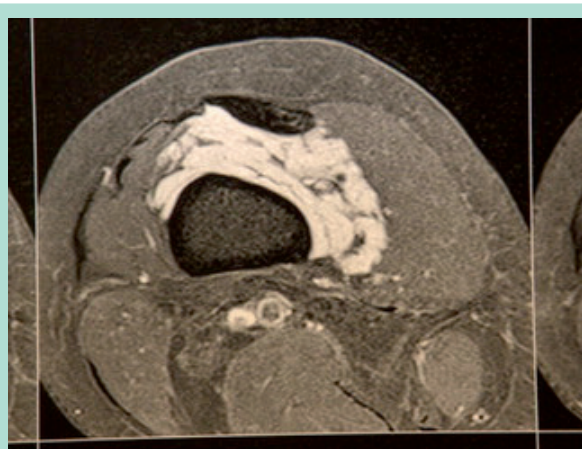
IRM de MV limitée intra-articulaire
